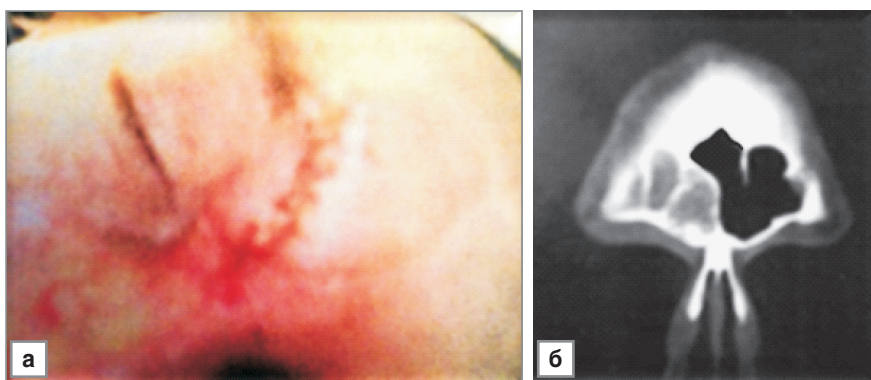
Фото (а) и компьютерная томограмма (б) (фронтальная проекция) пациентки З., 67 лет, перед выпиской из стационара (на 7-е сутки после операции); рана лобной области зажила первичным натяжением, правая лобная пазуха тотально заполнена однородным содержимым (клеевая остеопластическая композиция МК-9М)
